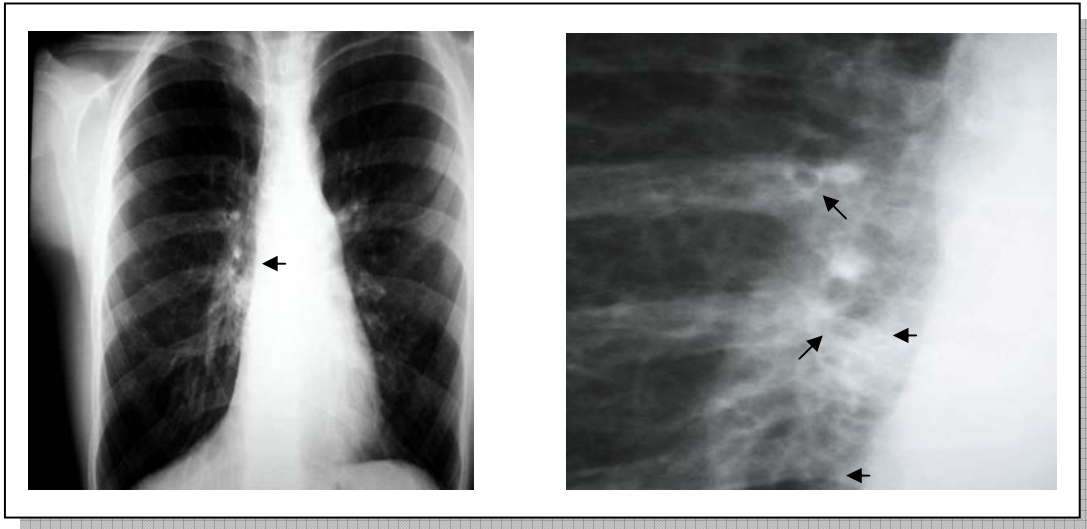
Radiografia do estudo contemporâneo do paciente número 6, com imagens sugestivas de bronquiectasias
